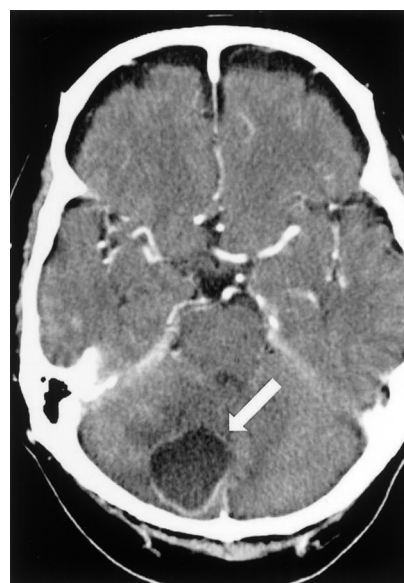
Head CT revealed ring-enhanced lesion in cerebellum, which suspected to be an abscess.
